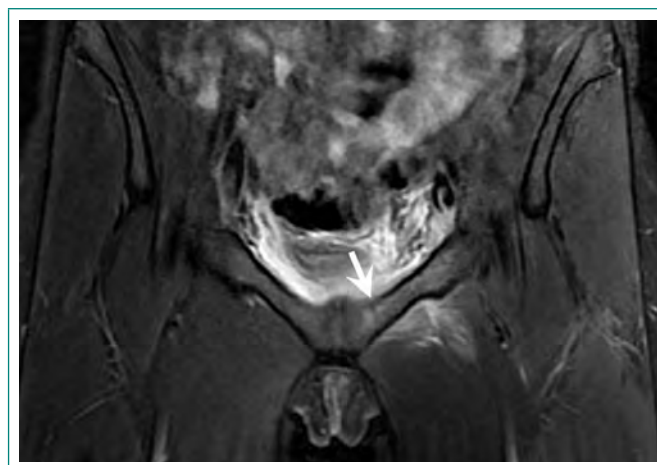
RMN pélvica T2 con supresión grasa, muestra edema medular óseo perisinfisario izquierdo.
